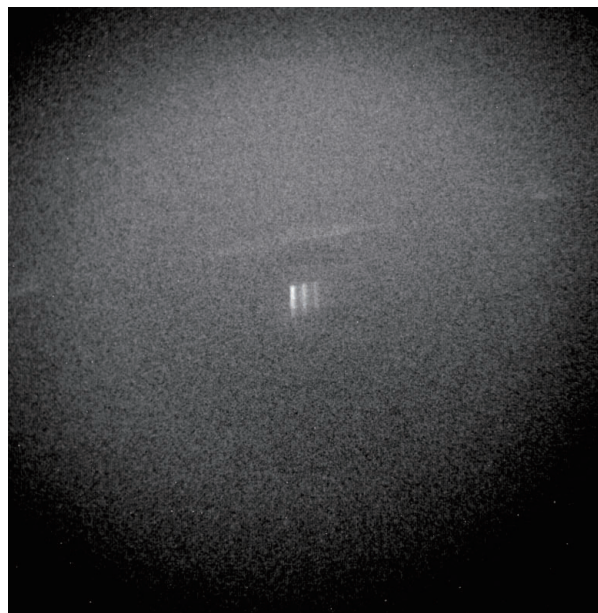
Image of glass capillaries (outer diameter 0.9mm, inner diameter 0.63mm) filled with contrast agent. Three of five glass capillaries were filled with diluted Iopamilon 370 (iodine contrast agent, tenfold dilution was made by water), while other two capillaries were empty. These different types of capillaries were aligned alternately in a plate perpendicular to the beam. A sheet-like x-ray beam, with an energy slightly higher than 33.17keV, entered from left. Fluorescent x-rays from the contrast agent were recorded by an x-ray image intensifier as a 2D image. The capillaries look brighter in the left side because the x-ray was absorbed by the contrast agent.
